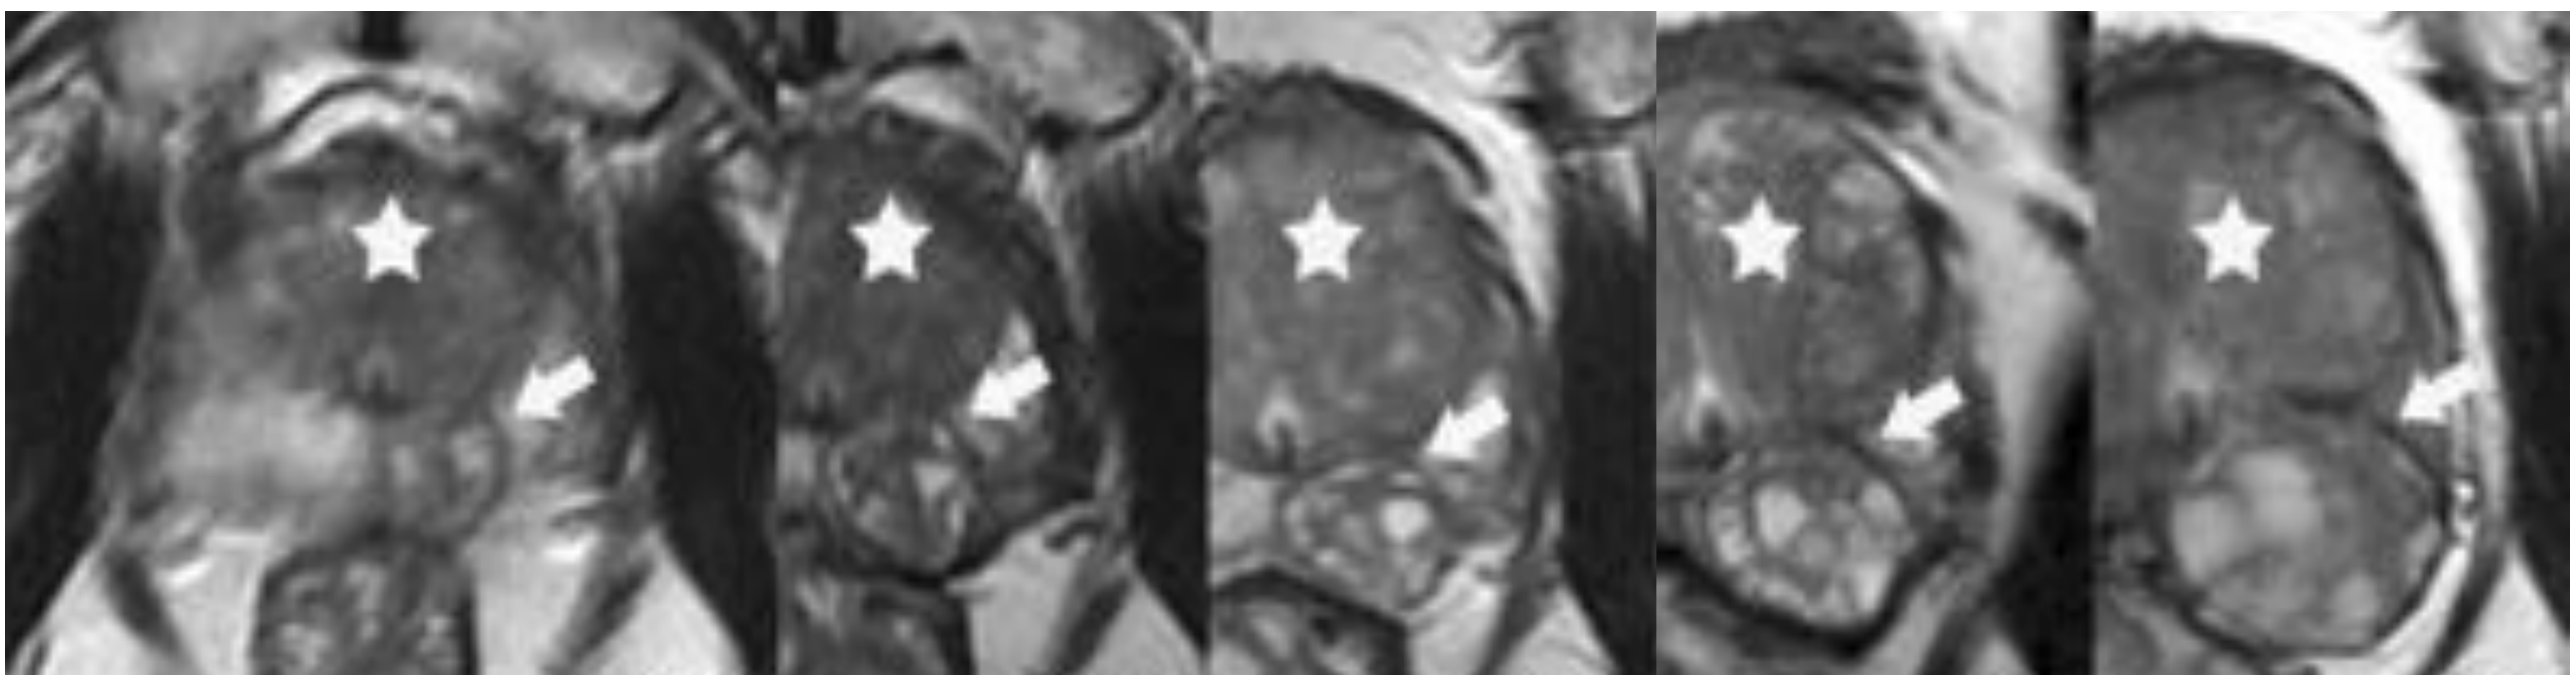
Cortes axiales de RM prostática con secuencias potenciadas en T2 recogidas en un intervalo total de 7 años. En la ZP del ápex prostático se observa un incremento gradual en el tamaño de un nódulo (flecha) con intensidad heterogénea de la señal que presenta una cápsula hipointensa periférica bien definida. Puede apreciarse que el nódulo descrito aumenta de tamaño en consonancia con el progreso de la hiperplasia prostática benigna (estrella) situada en la ZT. Hallazgos en relación con HBP exofítica.
